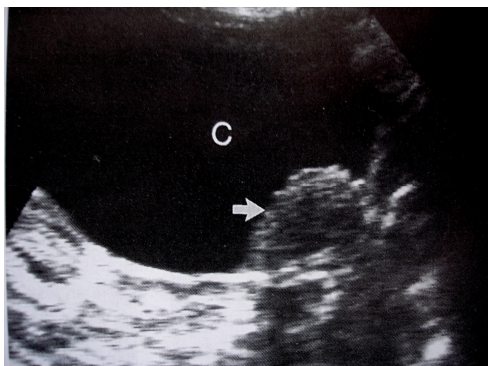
Tumor de Brenner. Ultrasonido muestra una masa quística con la presencia de un nódulo mural hipocogénico. (25)
